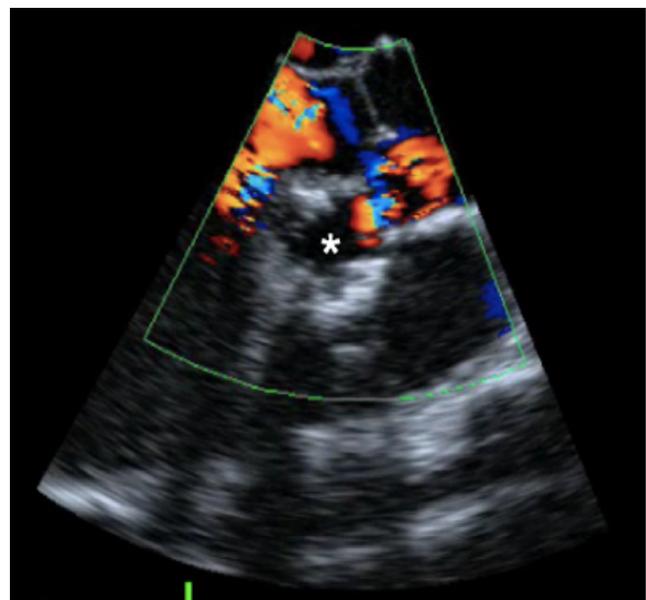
Doppler color con flujo hacia la cavidad aneurismática en el seno coronario derecho.
